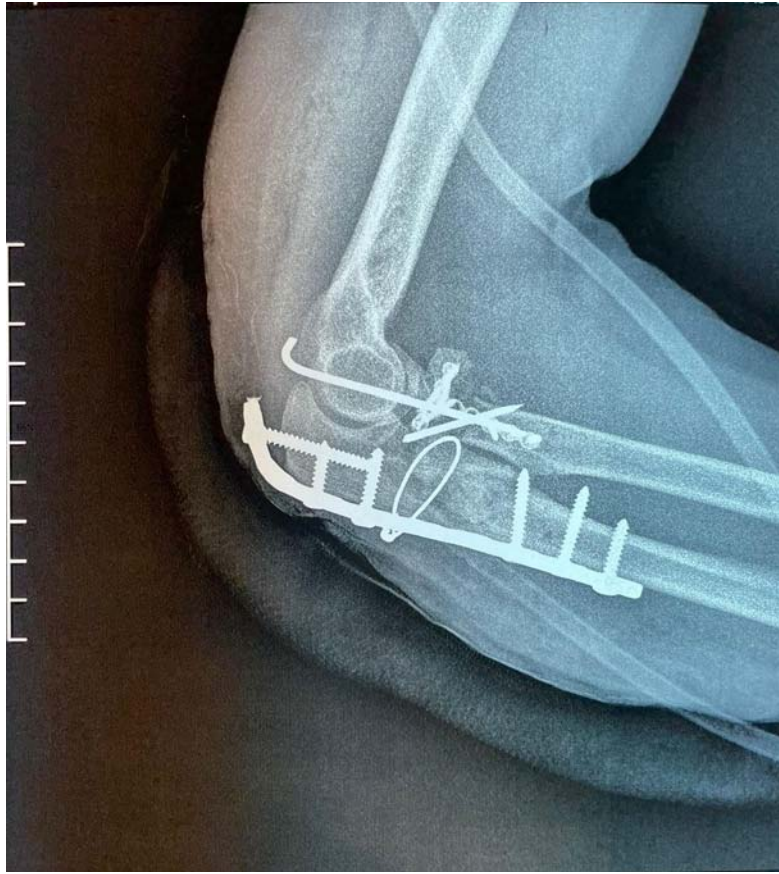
Radiographie de profil postopératoire montrant une ostéosynthèse de l'ulna par plaque associée à une ostéosynthèse de la tête radiale par mini-plaque, vis enfuie une arthrodèse huméro radiale provisoire p=10.
